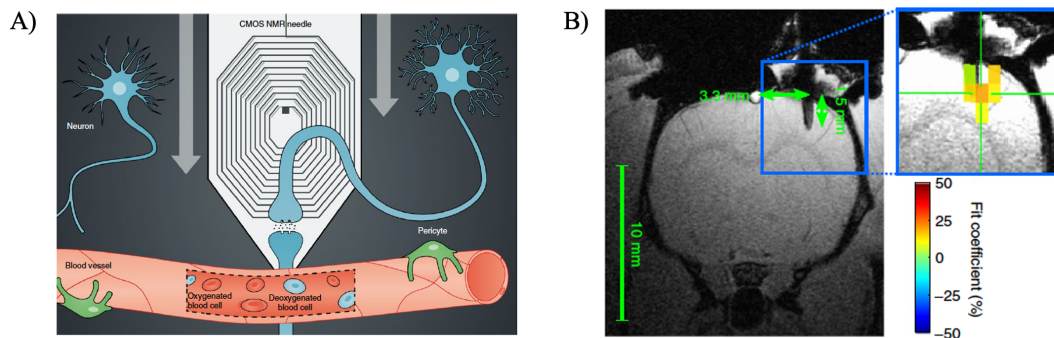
(A) L'aiguille RMN monolithique implantable est insérée dans le cortex somatosensoriel pour réaliser des expériences d'IRM fonctionnelle localisées et rapides. (B) Image IRM anatomique montrant l'emplacement précis de l'aiguille RMN. L'image à droite montre une superposition du résultat de l'IRM fonctionnelle avec une activation cérébrale provenant de la stimulation de la patte gauche dans la région d'implantation de l'aiguille RMN. [Handwerker *et al.* (2020)].
